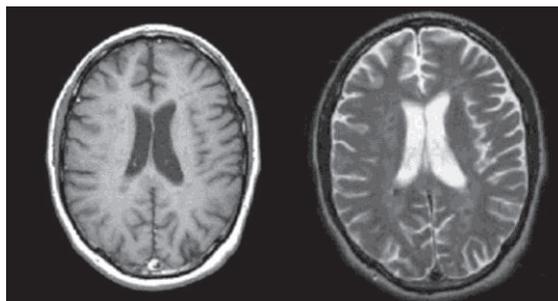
RM do crânio ponderadas em T1 e T2 (MRI FROM A TO Z, 2004)
